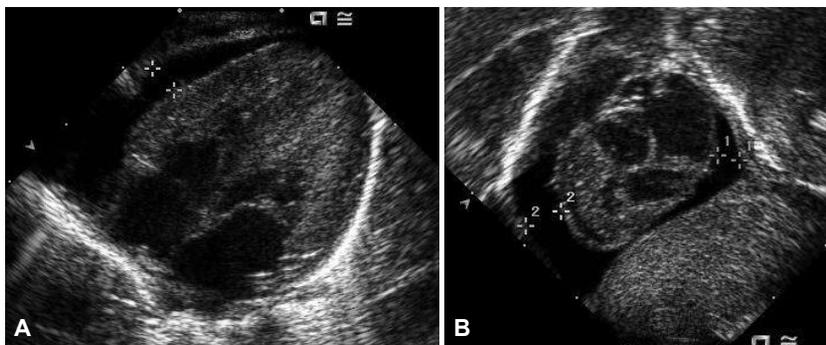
Echocardiographic findings of the patient. (A) Apical four chamber view, there is an approximately 3.8 mm space between the epicardium and pericardium (asterisks), consistent with pericardial effusion at anterior portion of the right ventricle. (B) Subxyphoid view showing the fluid accumulation at posterior portion of the left atrium (asterisks 1) and anterior portion of the right ventricle (asterisks 2), 3.1 mm and 5.2 mm respectively.
